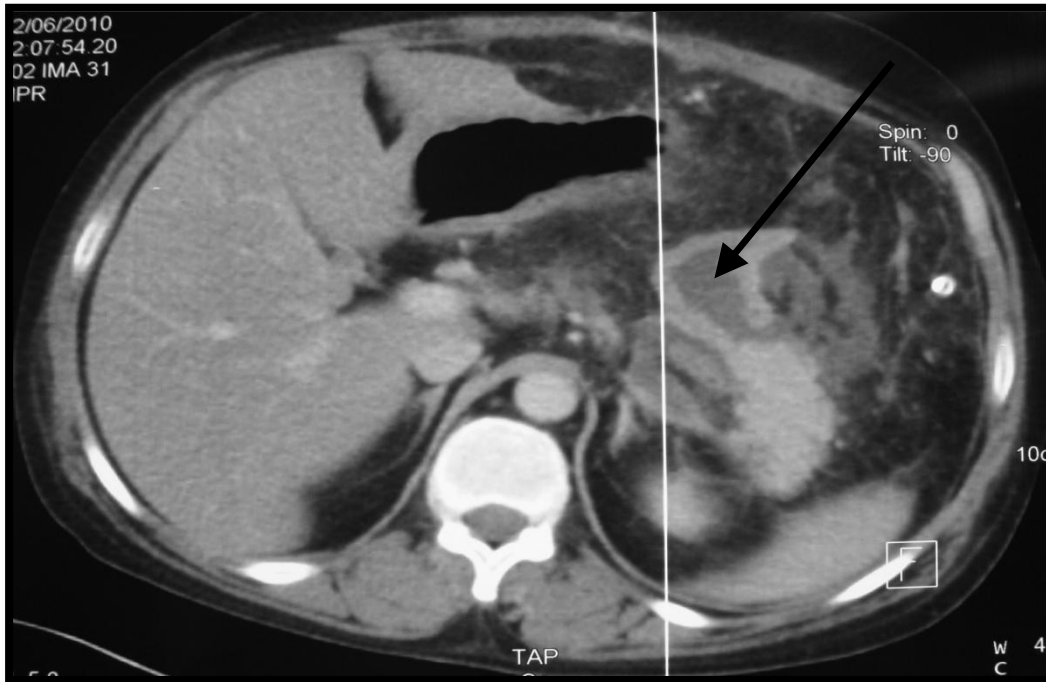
TDM montrant le lâchage de l'anastomose PJ avec collection péri anastomotique
